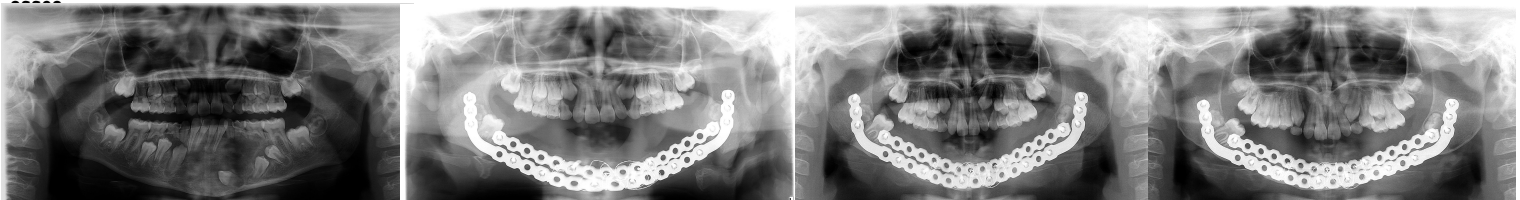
B – Radiografia inicial – GCCG e pós-cirúrgica.
